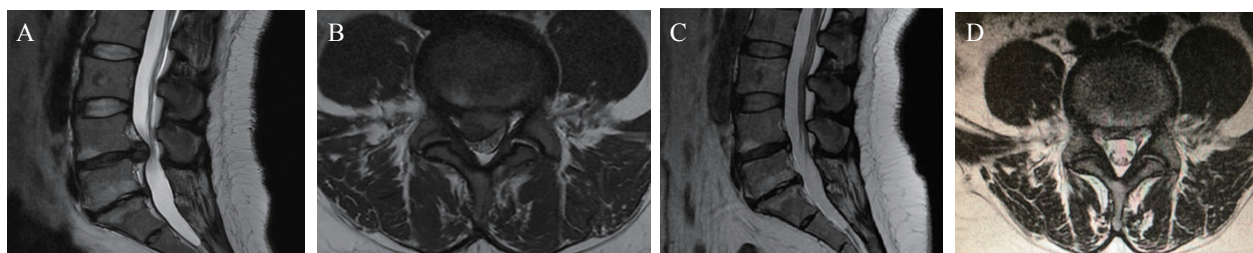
病人, 女, 44 岁, 术前诊断: 腰椎间盘突出症 (L_{4-5}), 行脊椎内镜手术切除 L_{4-5} 椎间盘 (A, B) 2016-2-16 术前 MRI 示 L_{4-5} 间盘脱出, 硬膜囊及神经根受压, 椎管狭窄; (C, D) 2018-11-26 术后 2 年复查 MRI 示 L_{4-5} 间盘脱出明显缓解, 硬膜囊无压迫, 症状缓解
